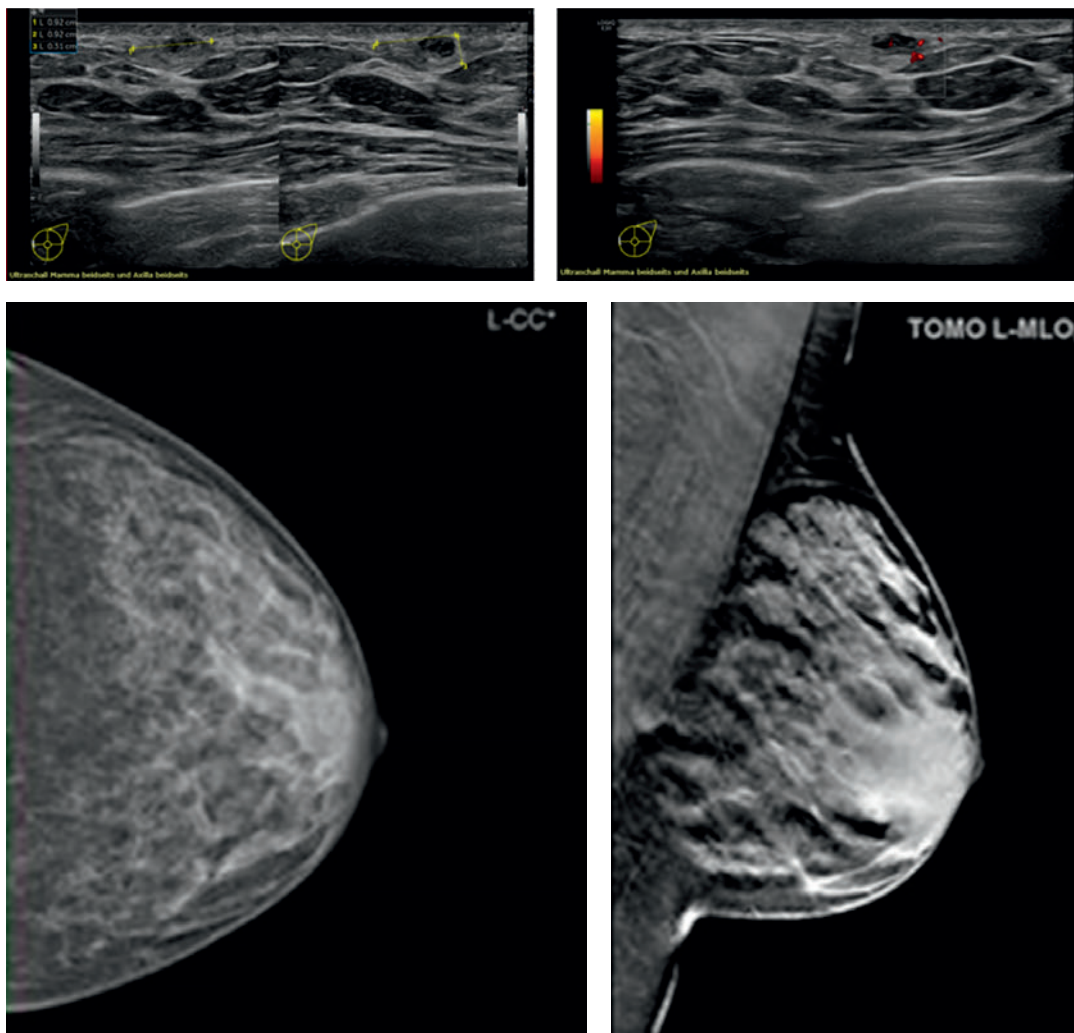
Mammasonographie links mit Darstellung des Tumors in der 9-Uhr-Achse weit sternal sowie Mammographie in zwei Ebenen links.
